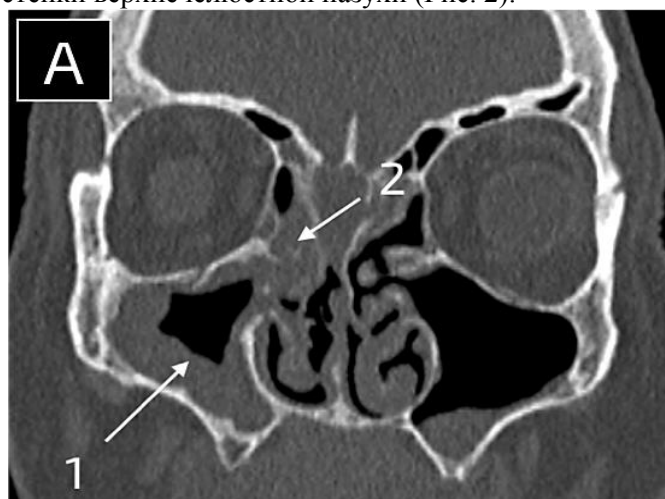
КТ ОНП перед операцией, корональная проекция. А) срез на уровне передних отделов полости носа, 1 – верхнечелюстная пазуха, 2 – передние отделы решетчатого лабиринта. В) 1 – срез на уровне задних клеток решетчатого лабиринта, 2 – некротические изменения и деструкция медиальной стенки верхнечелюстной пазухи. С) 1 – срез на уровне клиновидной пазухи, визуализируется затемнение клиновидных пазух, 2 – деструктивные изменения тела клиновидной и небной костей. Д) срез на уровне клиновидных пазух – визуализируется разрушенная клиновидная кость.
